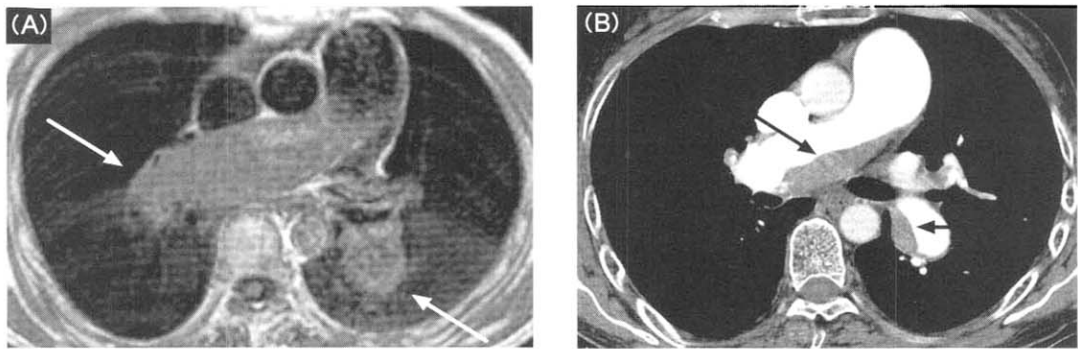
(A) A 54-year-old man with acute pulmonary thromboembolism shows right and left proximal pulmonary embolus on axial T1 WI (white arrows) MR imaging. (B) Follow-up CT scan at similar level 20 days later shows decreased extent of thromboemboli in right and left proximal pulmonary arteries (black arrows).
